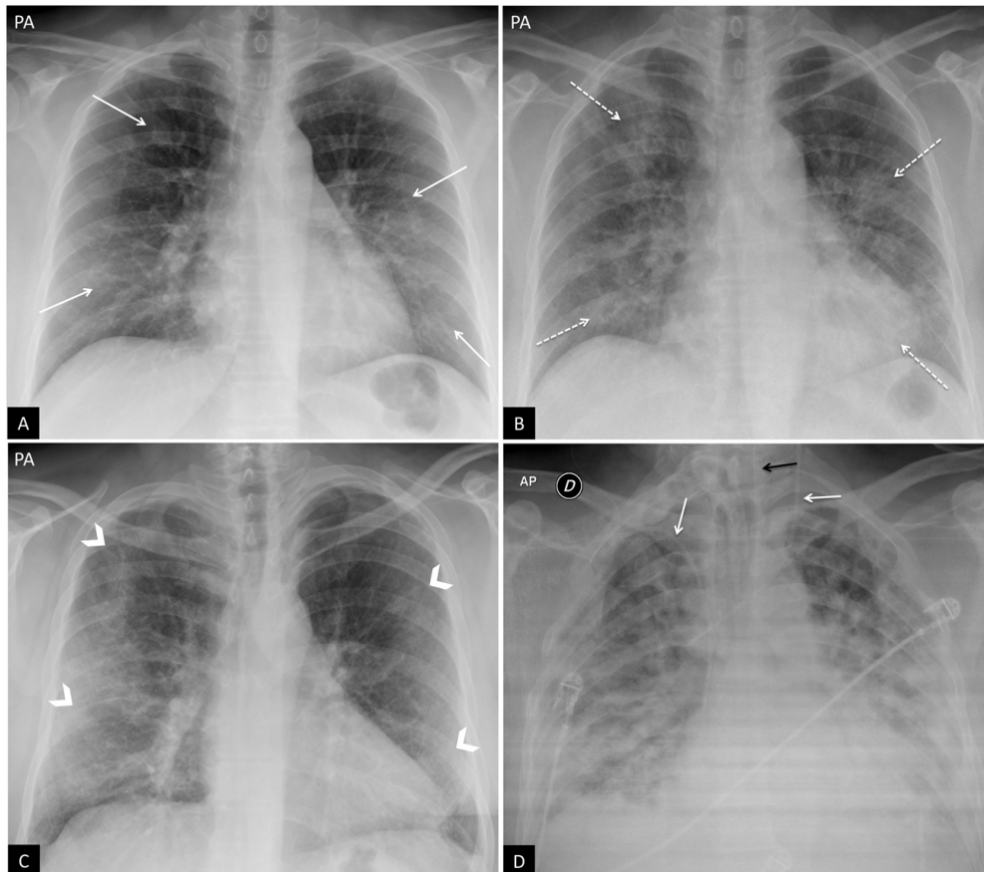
Résultats typiques de la pneumonie à COVID-19 sur radiographie thoracique standard
